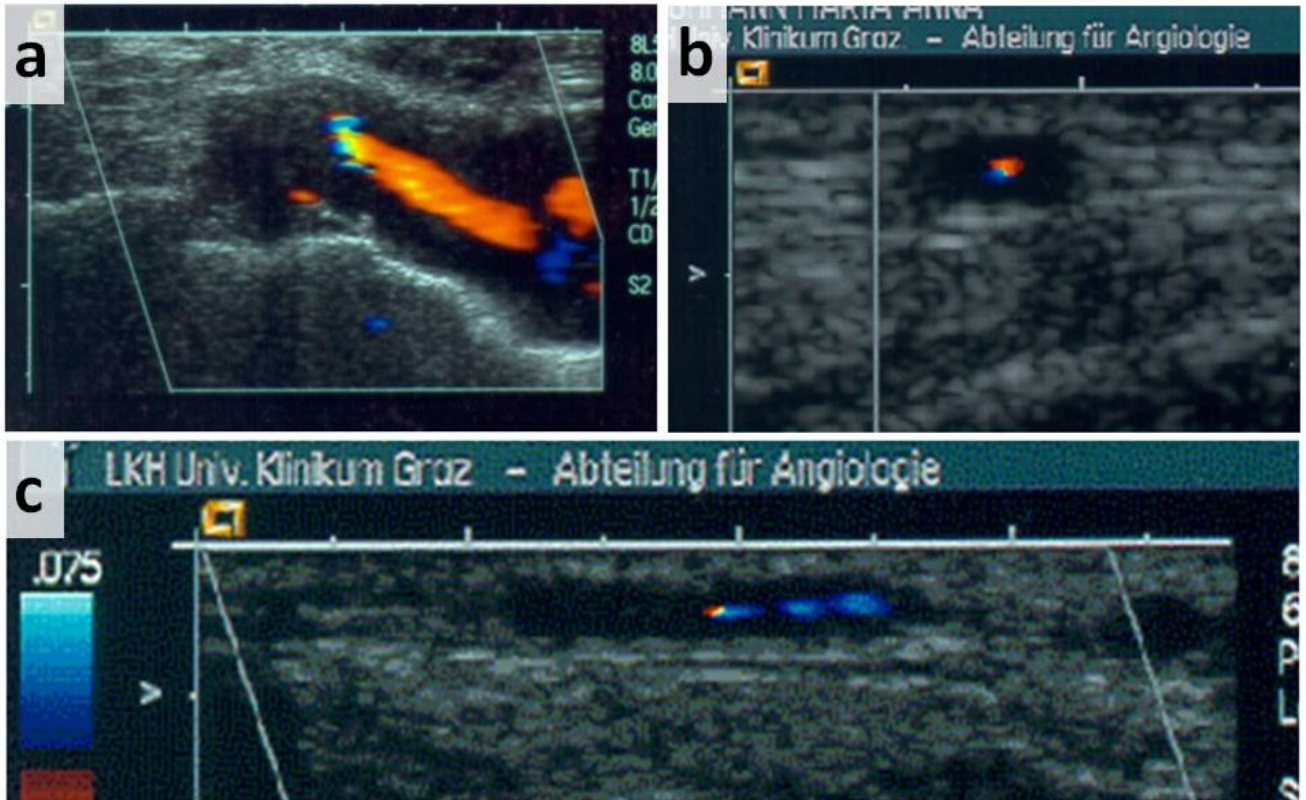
Duplexsonographie der A. temporalis bei 3 Patienten mit Riesenzellarteriitis Typ Mb. Horton.
